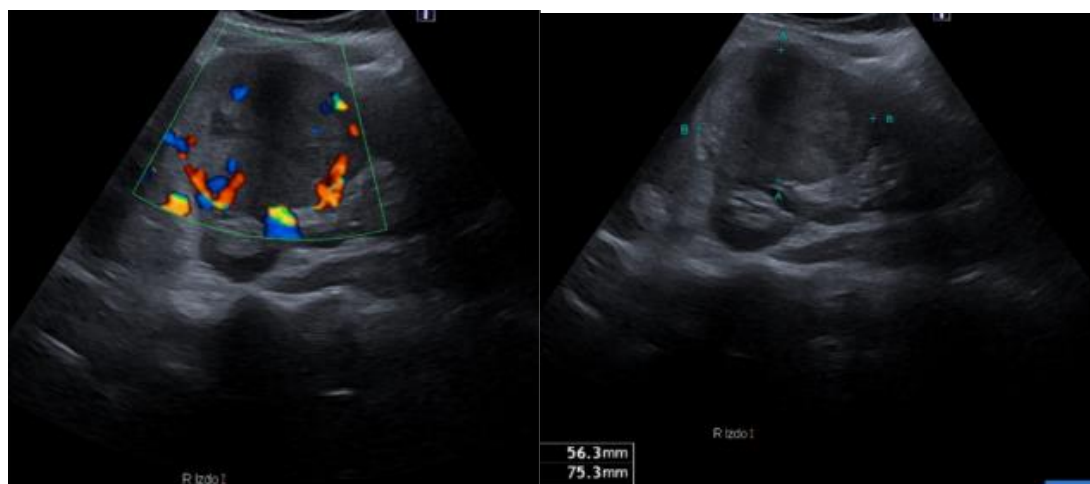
Ecografía abdominal. Masa exofítica >3cm, bien delimitada, de ecoestructura heterogénea con aparente cicatriz hipoeoica central y leve vascularización periférica localizada en riñón izquierdo, que no asocia dilatación pielocalicial significativa.
